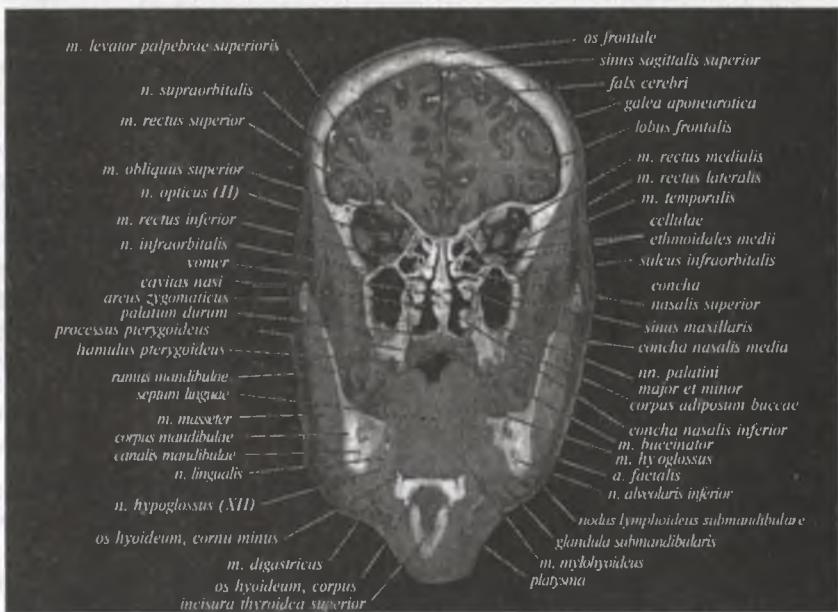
Магнитно-резонансная томограмма головы (фронтальный срез через лобные доли головного мозга)
